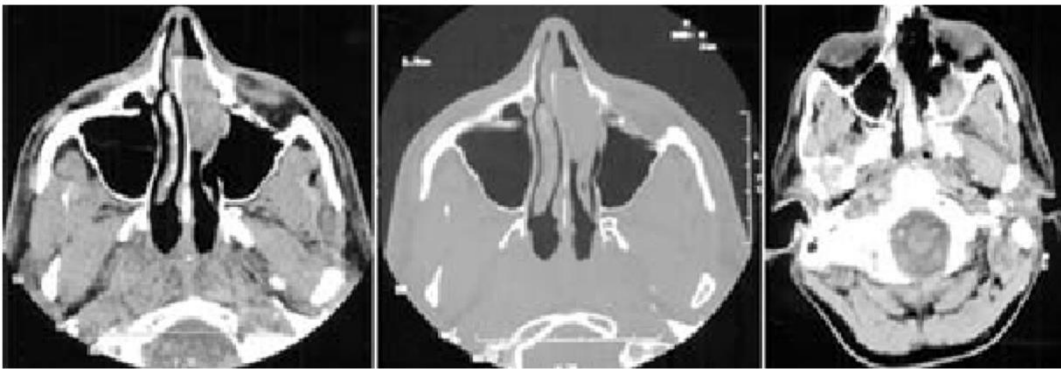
TDM en coupe axiale montrant une masse entraînant une lyse osseuse , les deux images gauches sont pré-chirurgicales et ensuite la dernière image est post chirurgicale (la tumeur ayant été réséquée par abord transcraniofacial)
